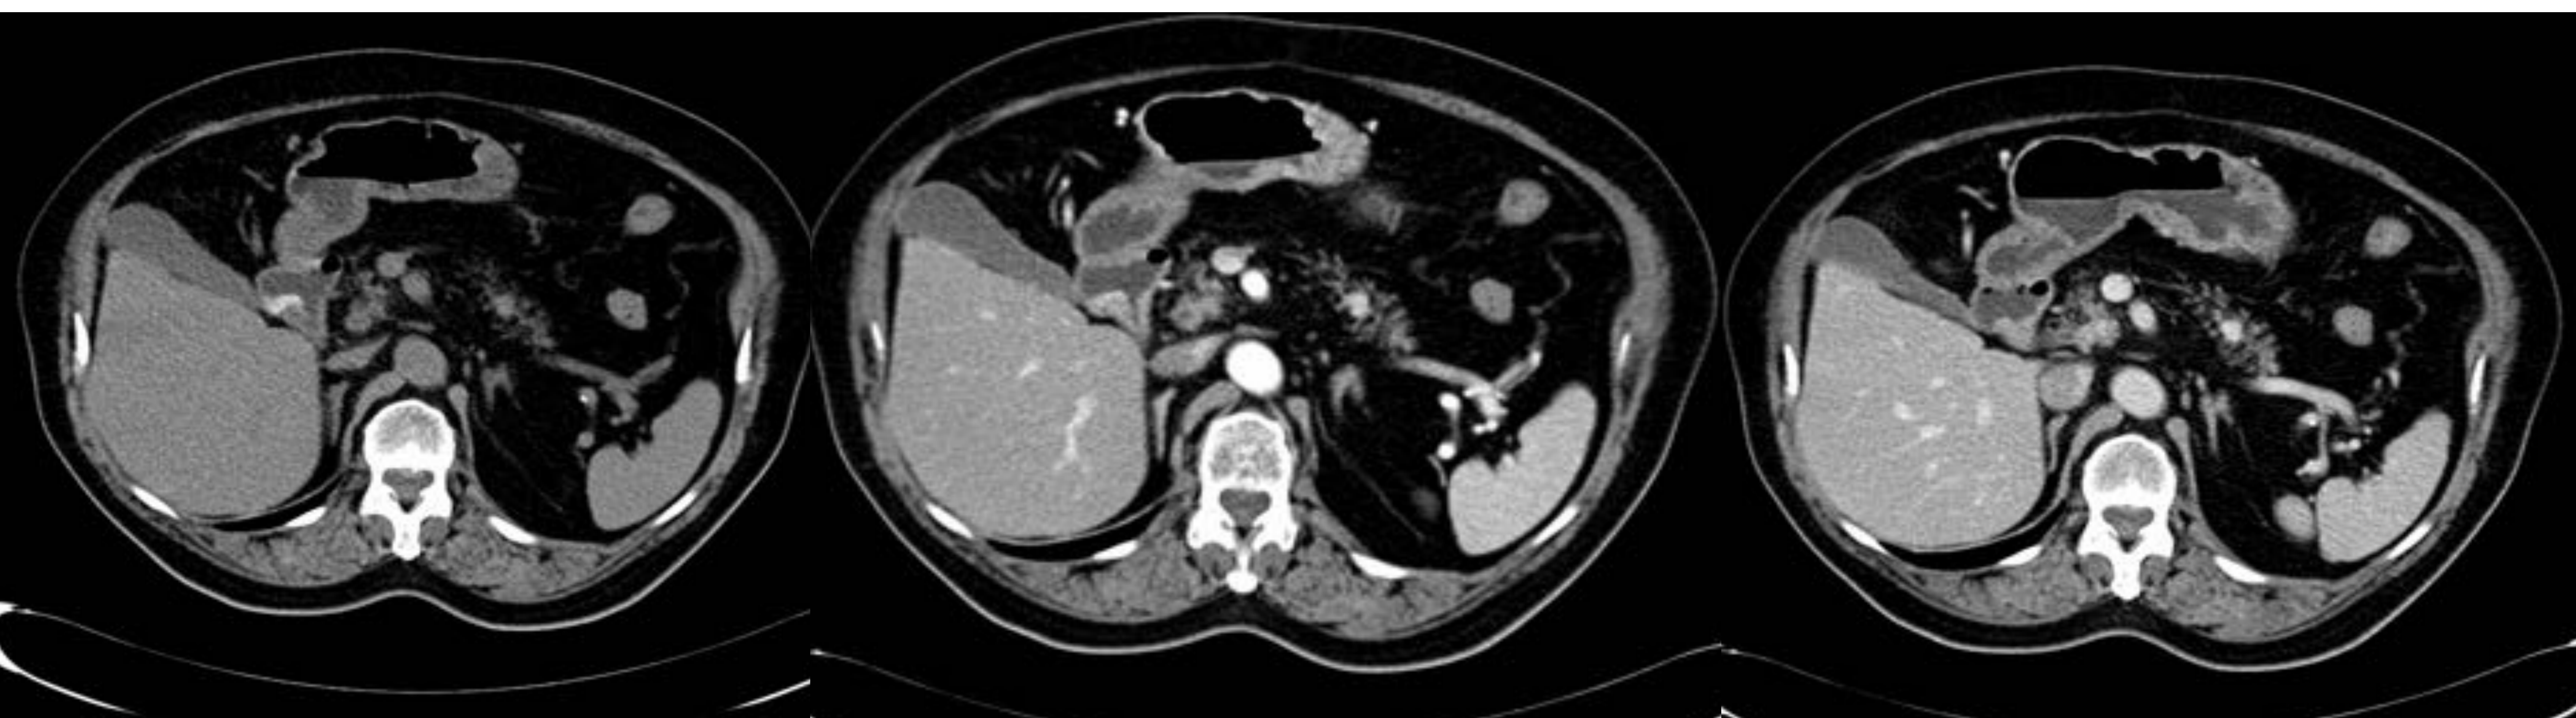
Típico patrón radiológico de TNEp en una mujer de 73 años. a) TC sin contraste muestra un nódulo de 1 cm redondeado en la unión del cuerpo y cola del páncreas con intenso realce arterial (b) y en la fase venosa portal (c).
